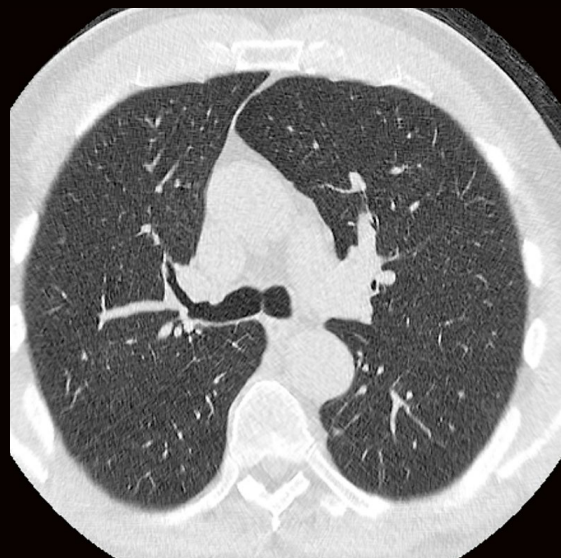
b: dosisoptimierte Low-Dose-Thorax-CT, Canon Aquilion
